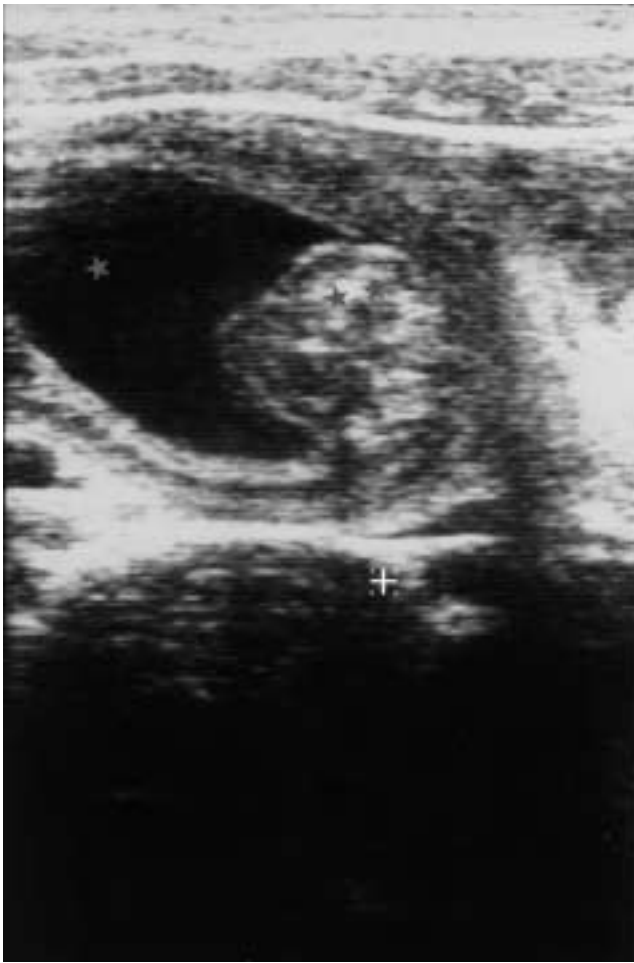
Ecografía abdominal: sección transversal a nivel de fosa ilíaca derecha, donde se aprecia el ciego lleno de líquido (*). Cabeza de la invaginación () a nivel de la válvula ileocecal.
